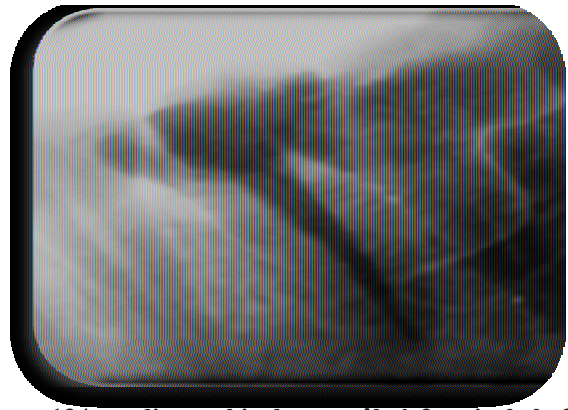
radiographie de contrôle à 3 mois de la 35
